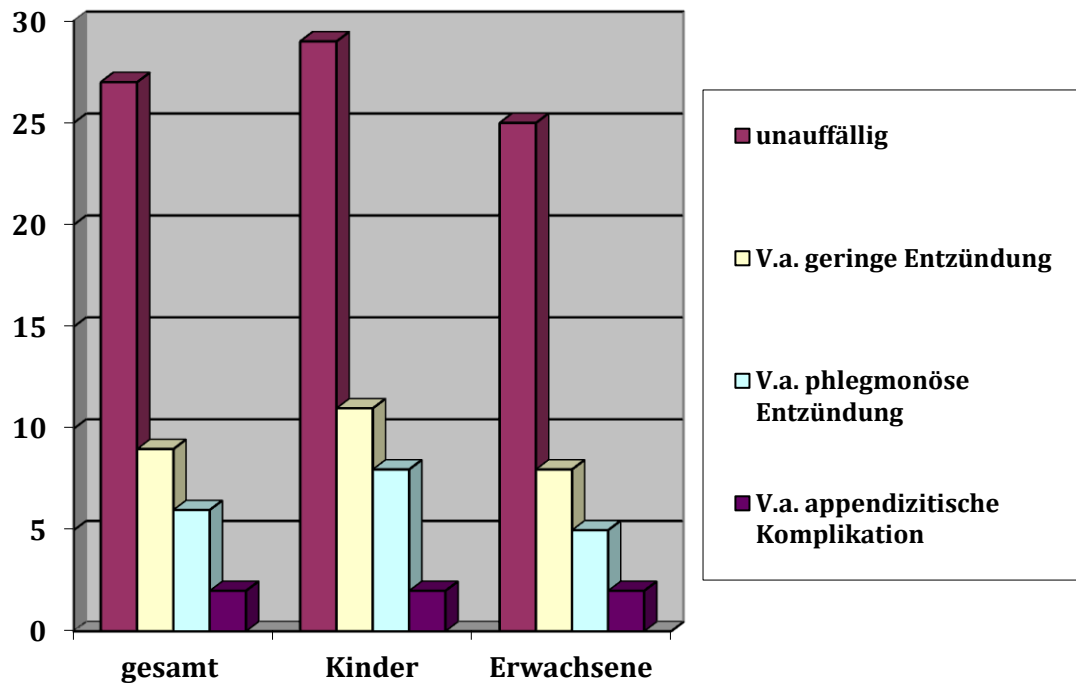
Verteilung der Entzündungskategorien zw. Kindern und Erwachsenen in der Sonographie
